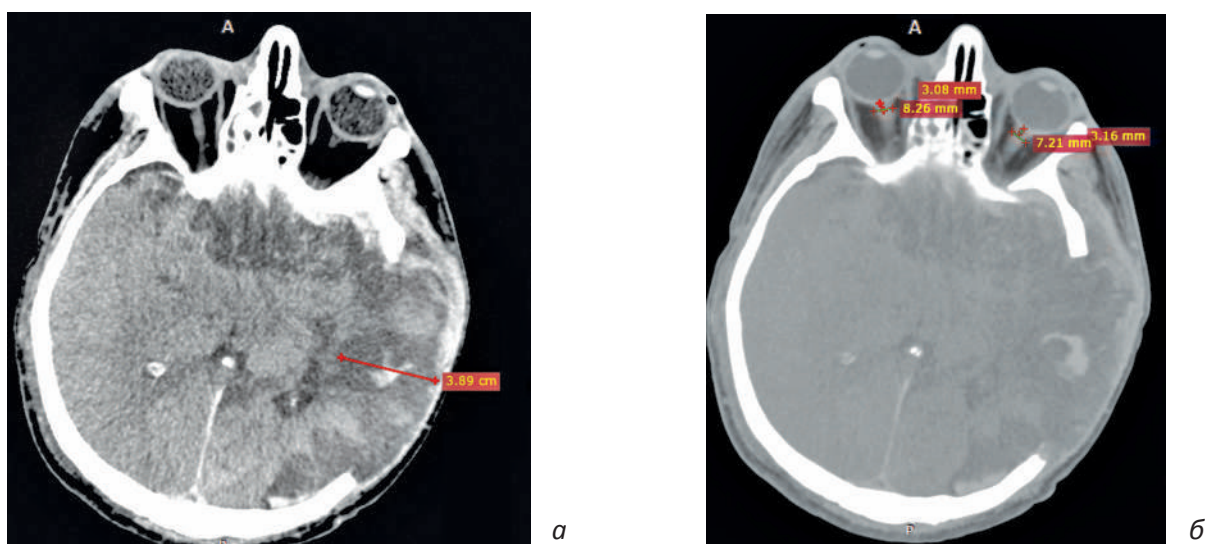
Послеоперационный МСКТ снимок того же больного: а – ишемия, пролапс и ущемление в послеоперационном костном дефекте черепа; б – увеличение ДОЗН до 8,2 мм
